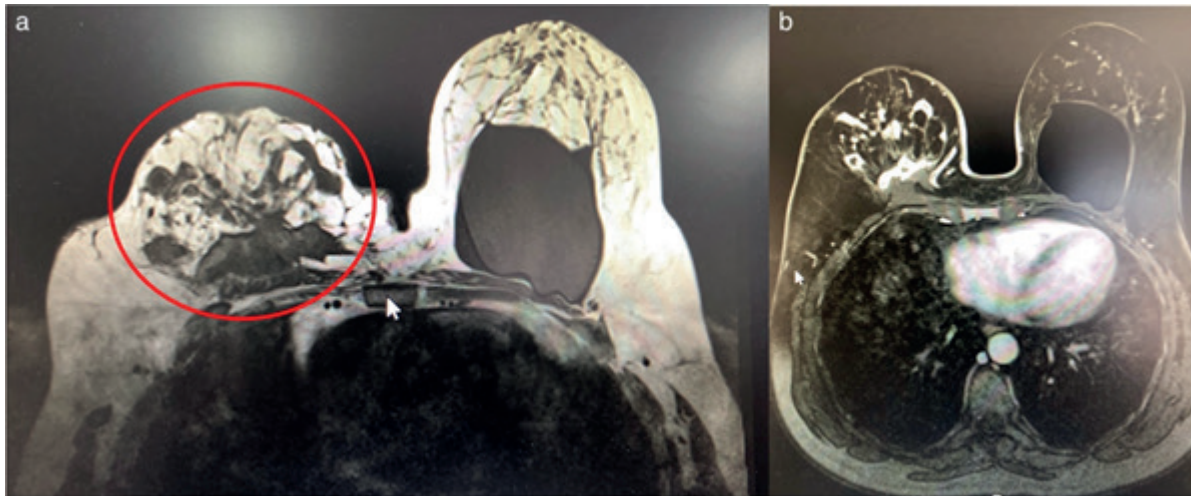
A y B. IRM (corte axial) con abscesos mamarios múltiples debido a la infección por *Mycobacterium abscessus*
